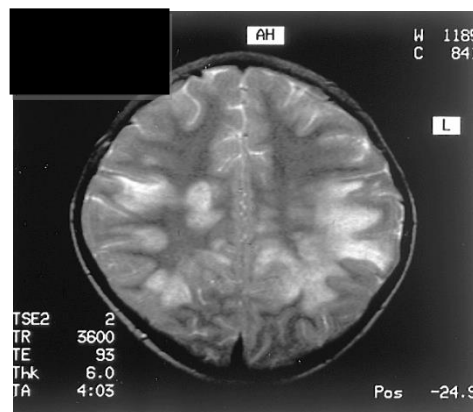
МРТ пациента Ш., 10 лет. Диагноз: Диссеминированный энцефалит. T2-ВИ.
